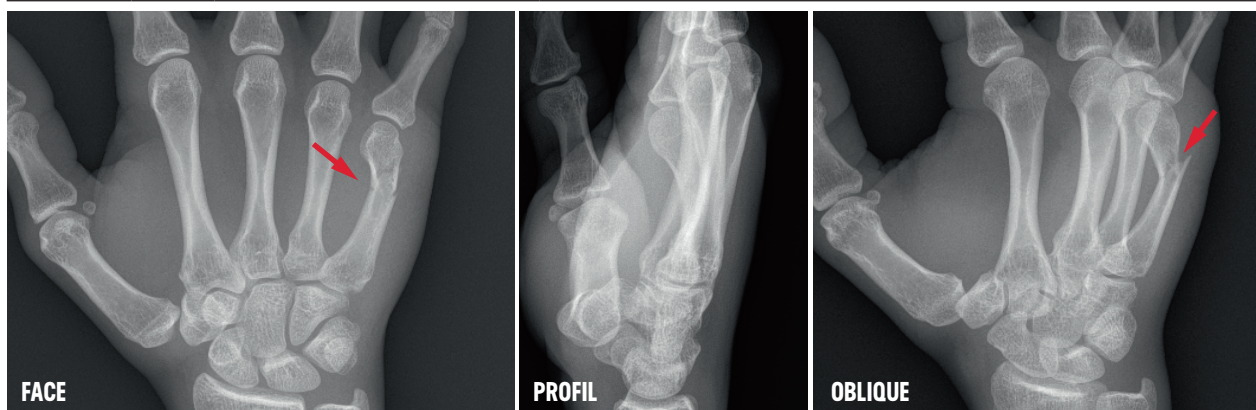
Radiographie de la main
